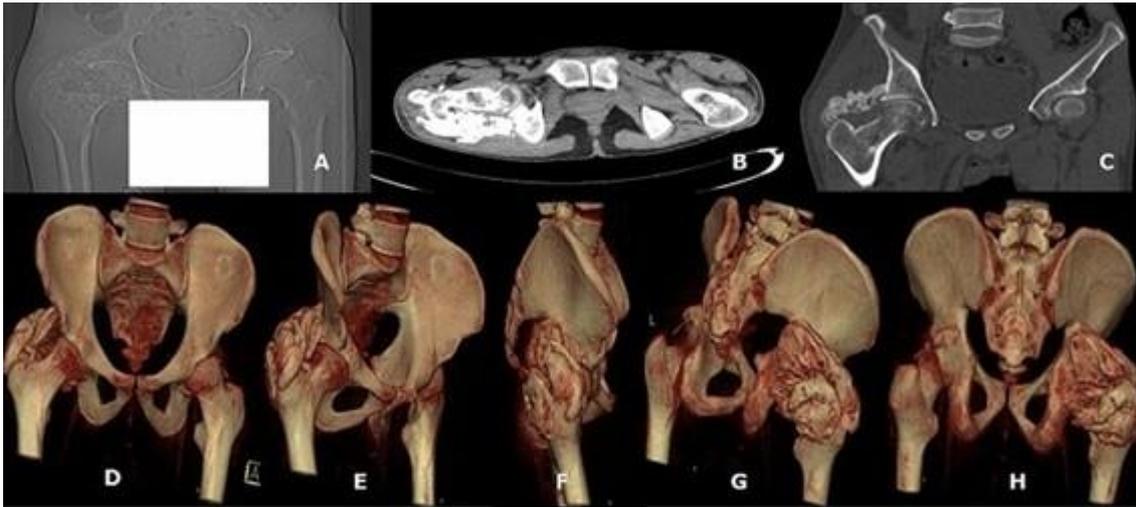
TAC multicortes de pelvis ósea (A: topograma, B: corte axial, C: corte coronal) y reconstrucciones tridimensionales (D, E, F, G, H), que evidencian la imagen tumoral que bordea la porción posterior de la cadera derecha.
